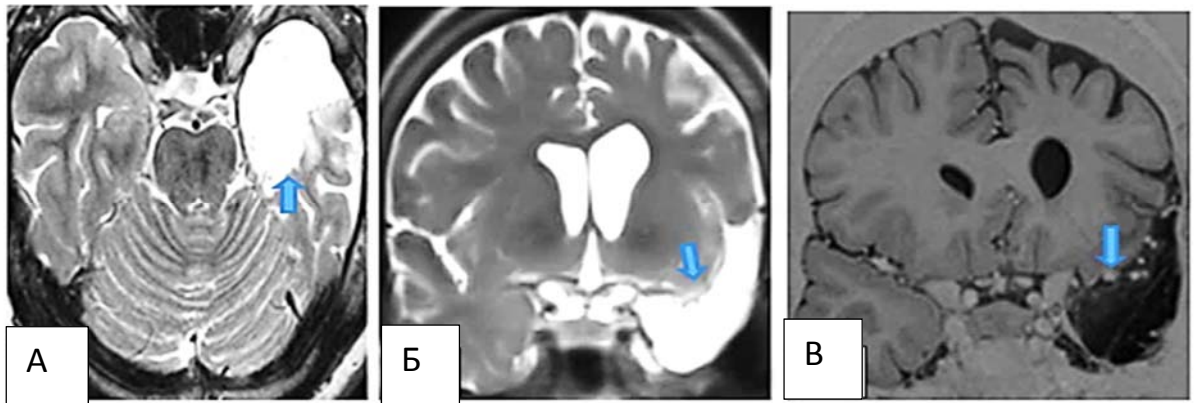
Послеоперационная МРТ головного мозга. Пациентка Е., 30 лет. Выполнена левосторонняя АМЛЭ: А-Т2 режим, аксиальная проекция, Б- Т2 режим, коронарная проекция, В-Т1 режим, коронарная проекция. В области полюса височной доли и медиальных структур выявляется кистозная полость после проведенной лобэктомии (отмечено синей стрелкой).
